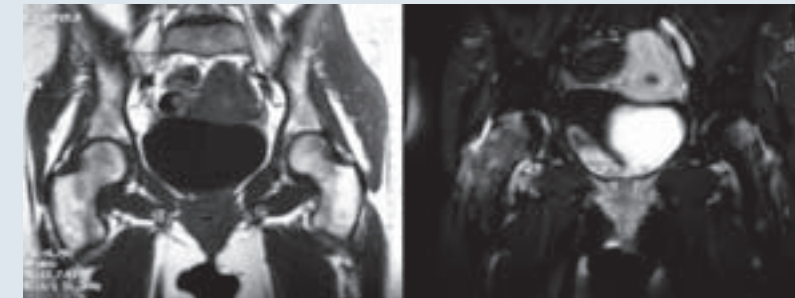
IRM du bassin en T1 et T2 : algodystrophie des 2 hanches chez une femme enceinte.
